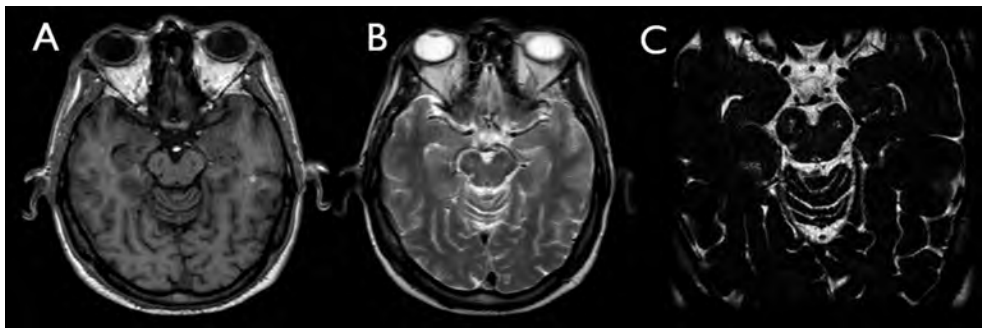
Lesiones desmielinizantes mesencefálicas bilaterales, en un corte axial de resonancia magnética potenciada en T1 (A) y T2 (B). Imagen ampliada de lesiones desmielinizantes en secuencia T2 (C).
